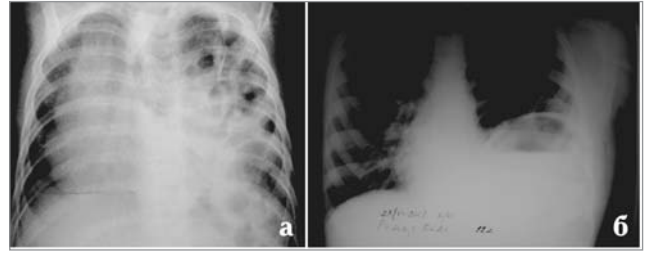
Оглядові рентгенограми органів грудної клітки в прямій проекції при хибних природжених діафрагмальних грижах у дітей: а) 7 міс.; б) 12 років
